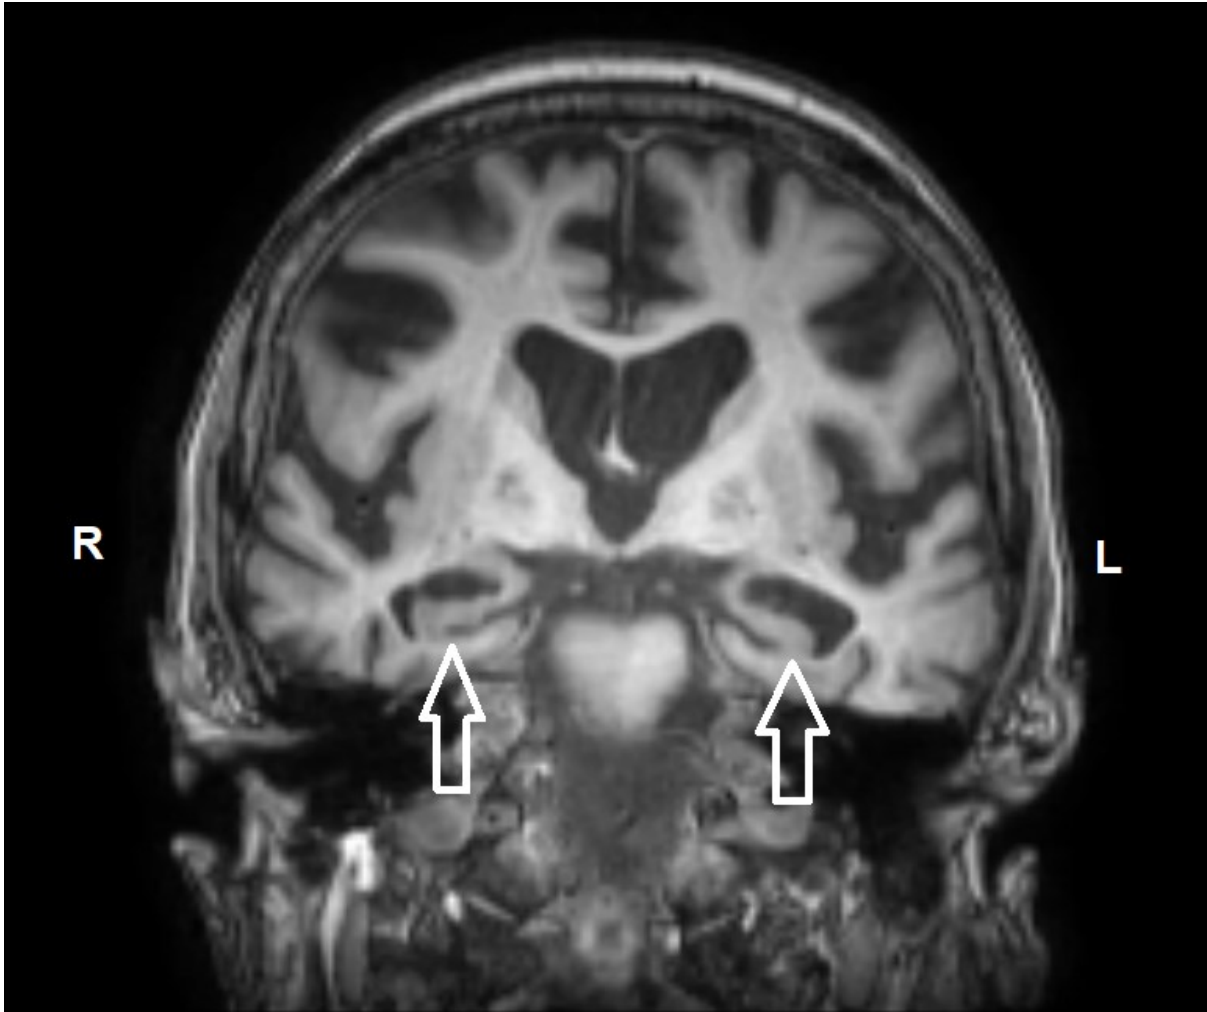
МРТ головного мозга, клинический случай №2. Коронарная проекция на уровне переднего моста. Визуализированы медиальные височные отделы, гиппокампы указаны стрелками.
